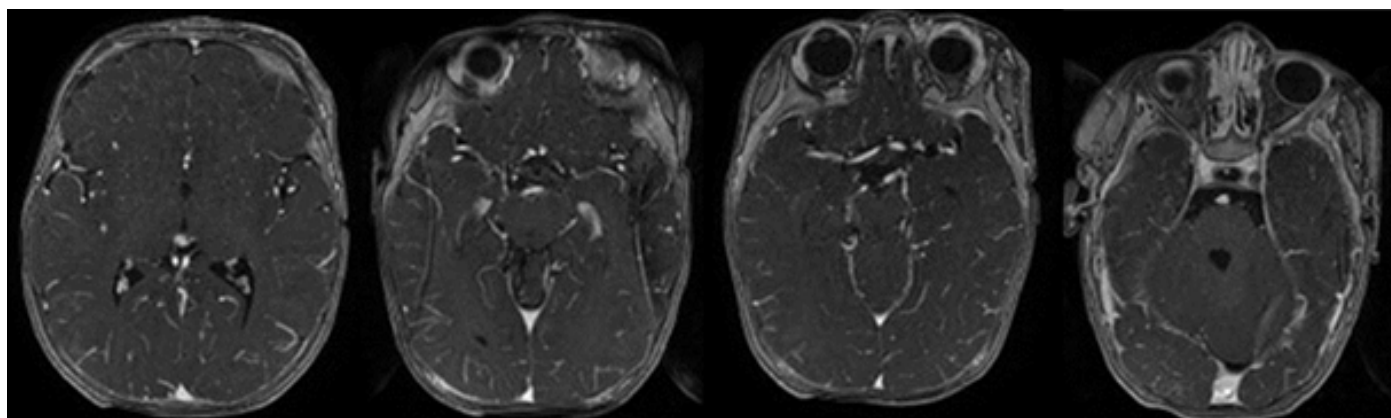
Imagerie par résonance magnétique cérébrale (IRM) avec injection montrant une diminution de la taille de l'angiome palpébro-orbitaire gauche.
